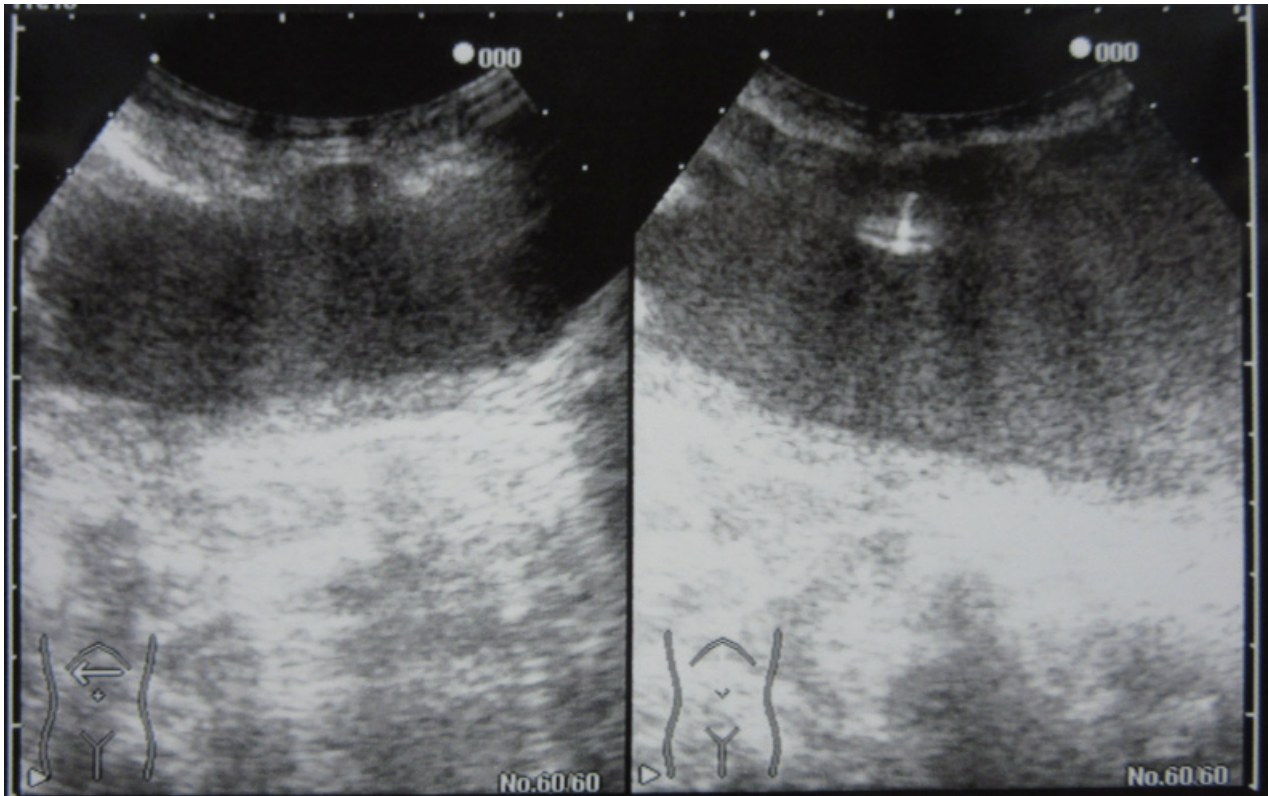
2 回目の手術前通院中の穿刺排液時のエコー所見
